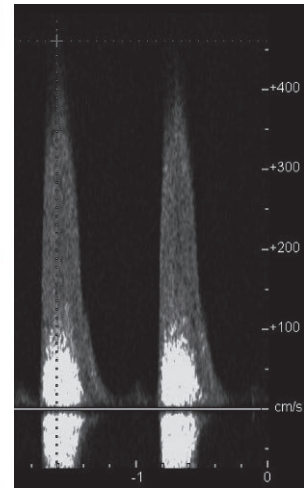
終末大動脈狭窄部連続波 Doppler 法
